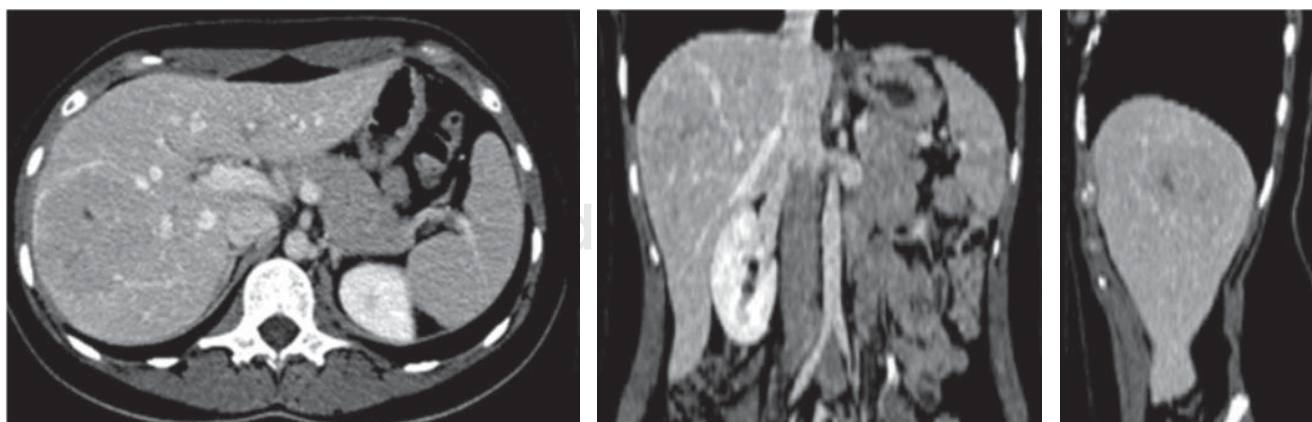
Tomografía en cortes axial, coronal y sagital en fase venosa donde se observa hipodensa la lesión.
